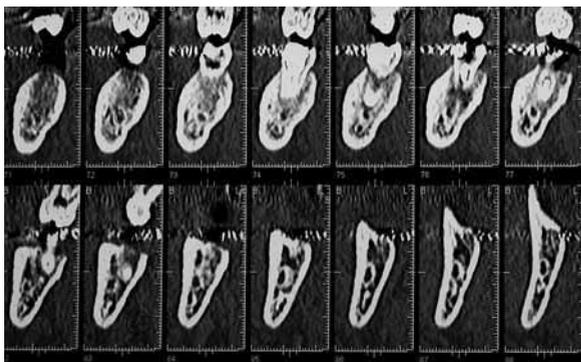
Esame TC: sezioni relative alla sede 3.8
